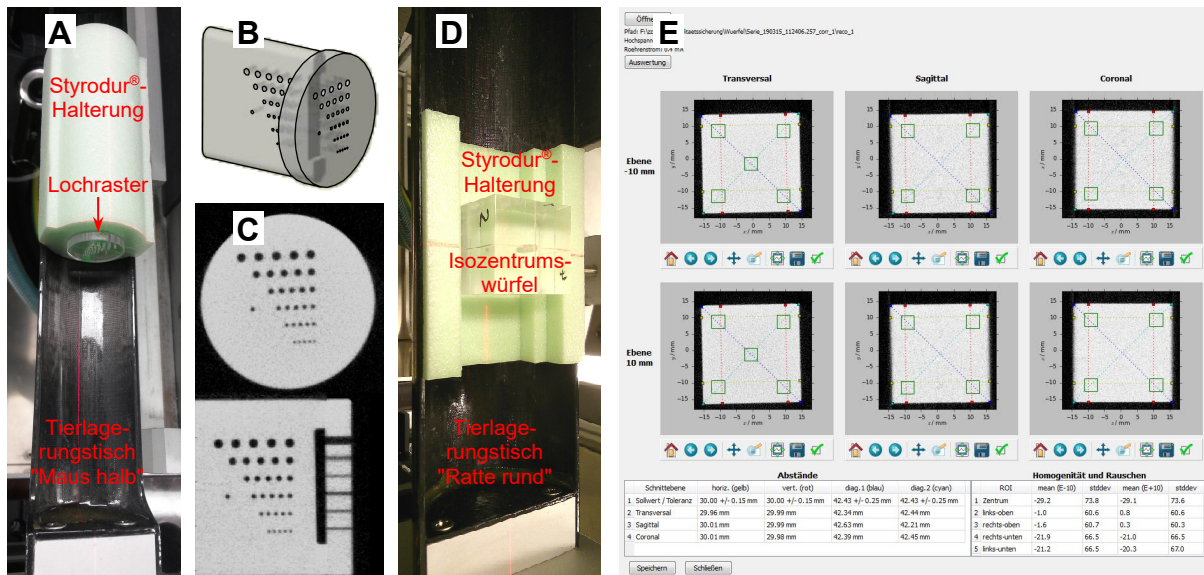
Prüfmittel und Auswertung der Qualitätssicherung der CBCT-Bildgebung: Prüfmittel zur Konstanzprüfung von (A – C) Ortsauflösung (A: Prüfaufbau, B: Konstruktionsmodell Lochraster, C: CBCT-Schnittbilder Lochraster transversal und sagittal) sowie (D) geometrischer Abbildungstreue, Ortsauflösung, HU, Homogenität und Rauschen. (E) Beispiel einer GUI der Python-Anwendung zur Bestimmung von geometrischer Abbildungstreue, HU, Homogenität und Rauschen.
